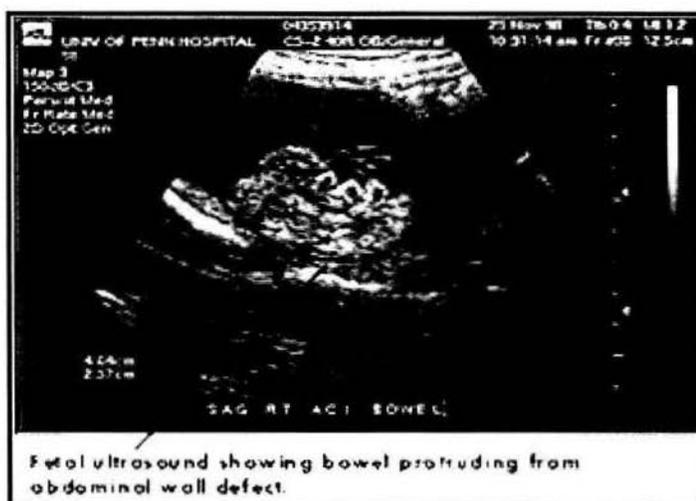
Ultrasonido fetal el cual muestra protrusión intestinal a través del defecto de pared.
